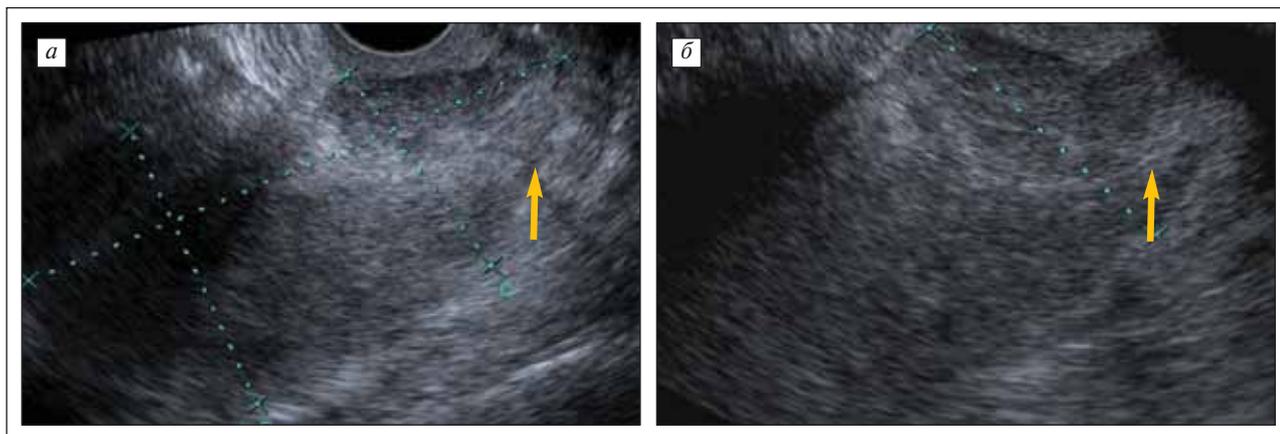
Распространение РТМ на шейку матки. УЗ-томограмма в продольной плоскости: а — васкуляризация несколько усилена в области опухоли эндометрия; б — определяется умереннодифференцированная аденокарцинома
